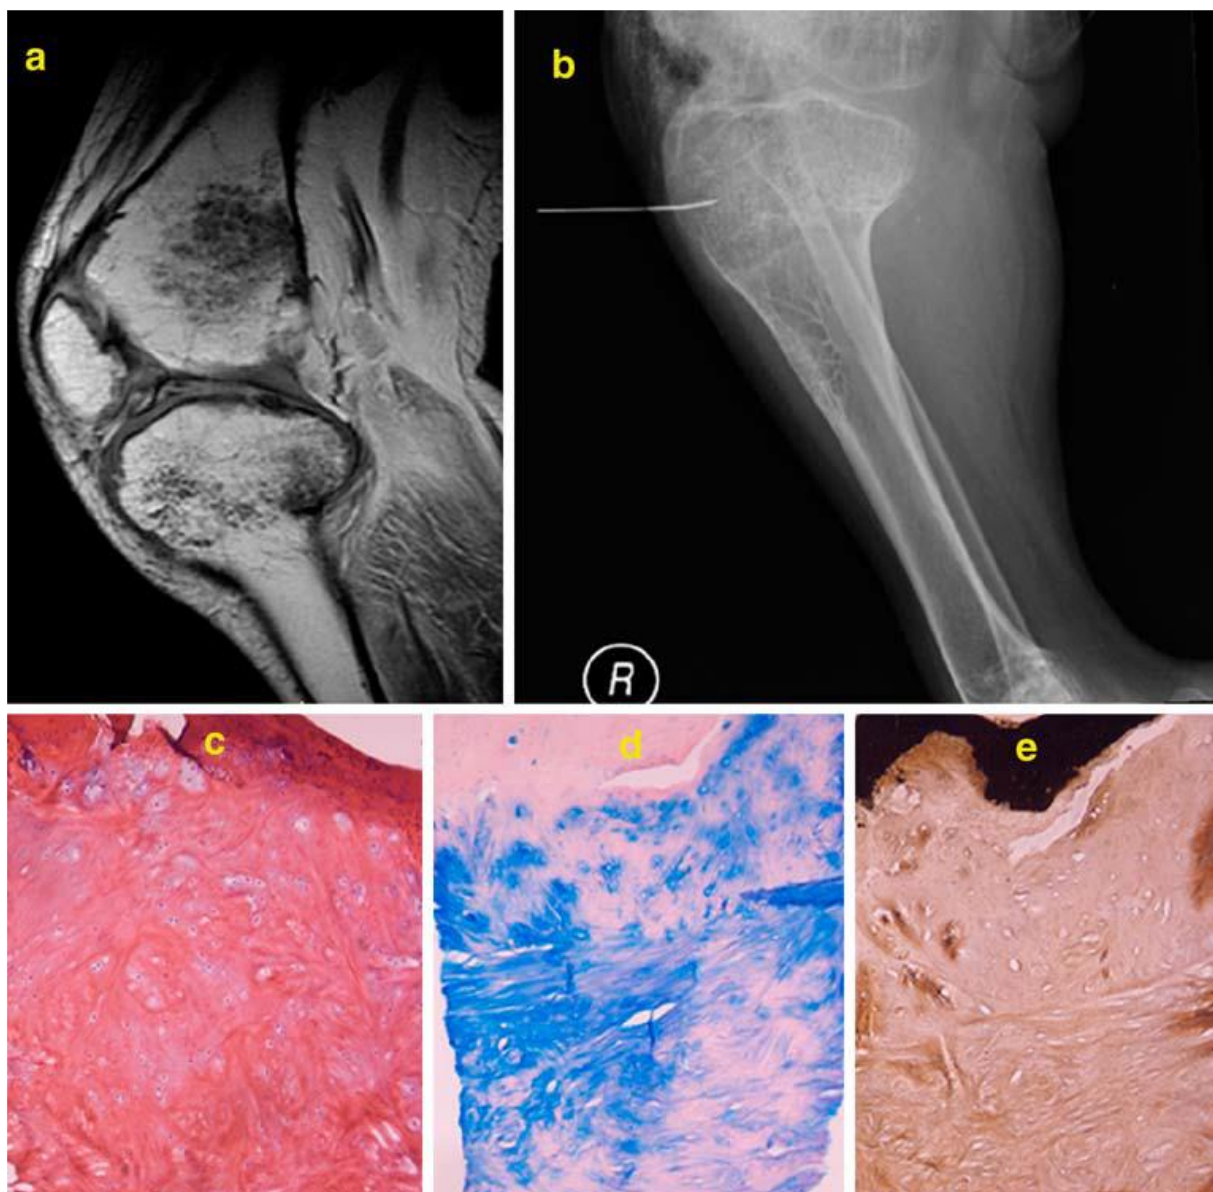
(a) IRM d'un genou droit montrant des sites anormaux d'ossification dans le fémur distal et le tibia proximal.
